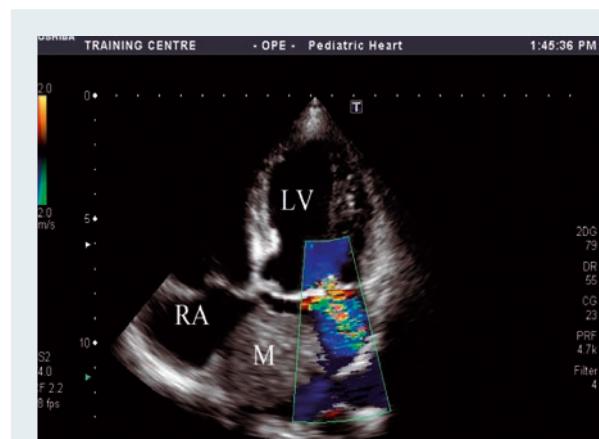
Эхокардиограмма больного с миксомой левого предсердия, осложненной митральной недостаточностью. М – миксома, LV – левый желудочек, RA – правое предсердие
